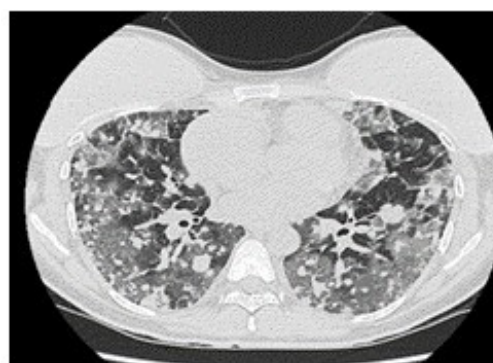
TAC de tórax S/C: signos de hemorragia alveolar difusa y múltiples nódulos pulmonares, masa en AD.
